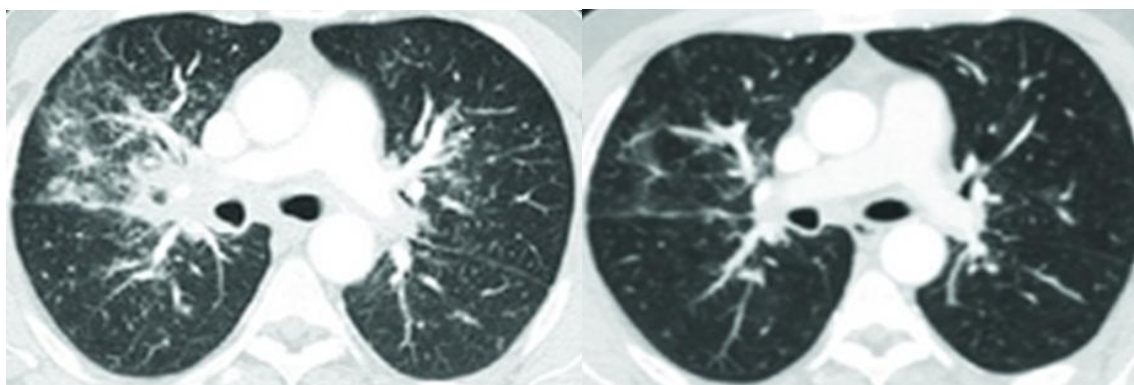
КТ ОГП хворого А. Саркоїдоз органів дихання II стадії. Ліворуч – до початку лікування (щільність легеневої тканини -790 HU), праворуч – після 3-х місячної ГКС-терапії (щільність легеневої тканини -886 HU). Позитивна динаміка – значне, майже повне розсмоктування вузликової дисемінації.
